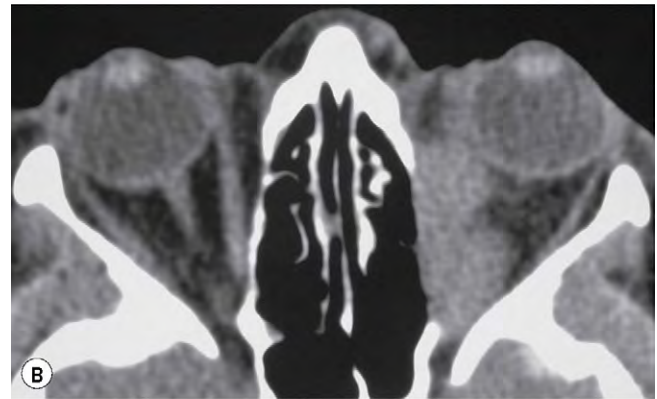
(A) Enfermedad inflamatoria orbitaria izquierda idiopática (B) La TC axial muestra una opacificación orbitaria mal definida; (C) Visión coronal.
